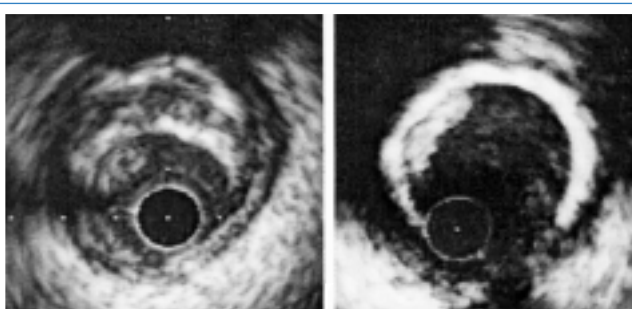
Thrombus et échographie endovasculaire. Image gauche : plaque fibreuse excentrée avec thrombus accolé à la paroi de 6 à 11 heures. Image droite : situation identique sur plaque fibreuse très dense hyaline, le thrombus s'étend de 9 à 11 heures.
